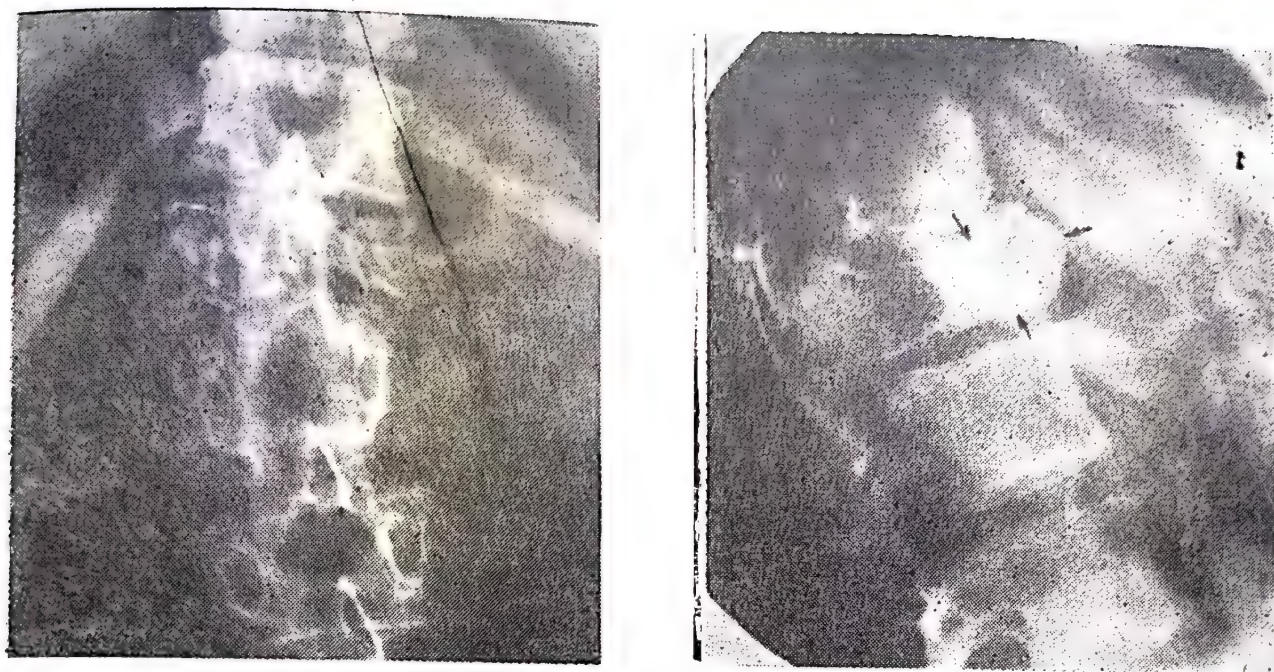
63. — Aspectul radiografic al unei tumori cu mieloplaxe.
